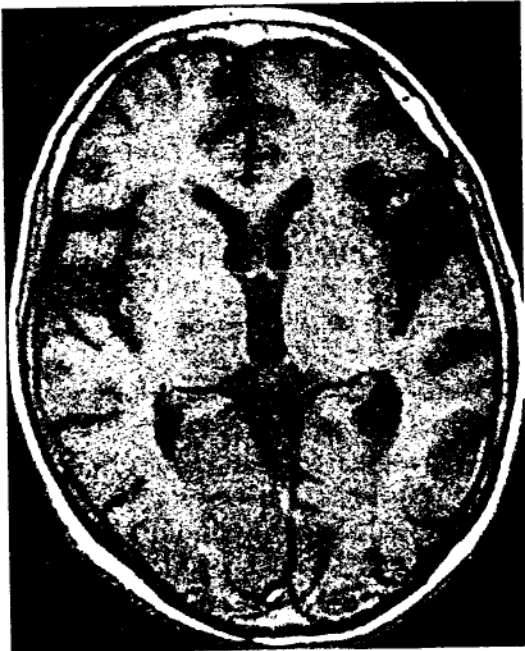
IRM in ponderatie T1:
